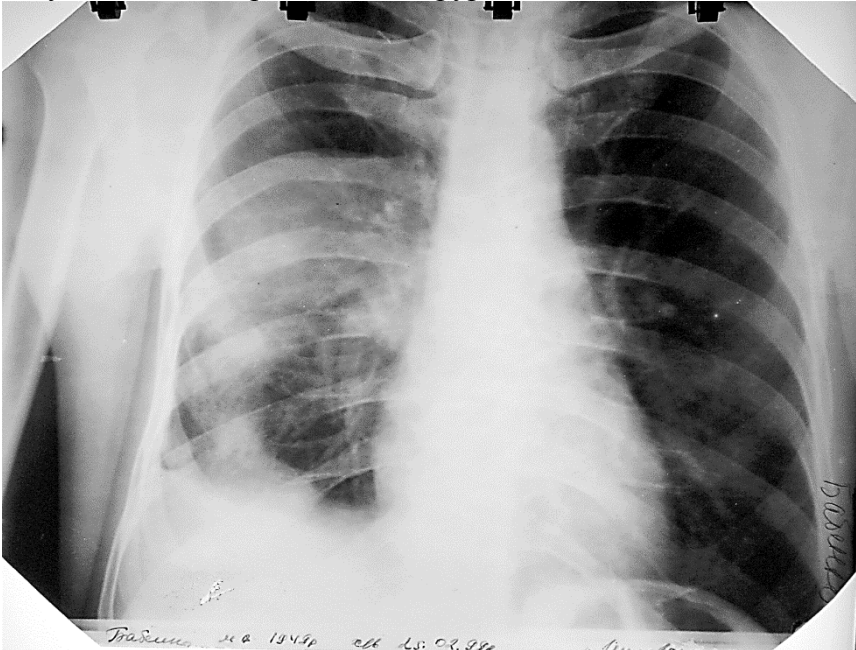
Оглядова пряма рентгенограма хворого.
